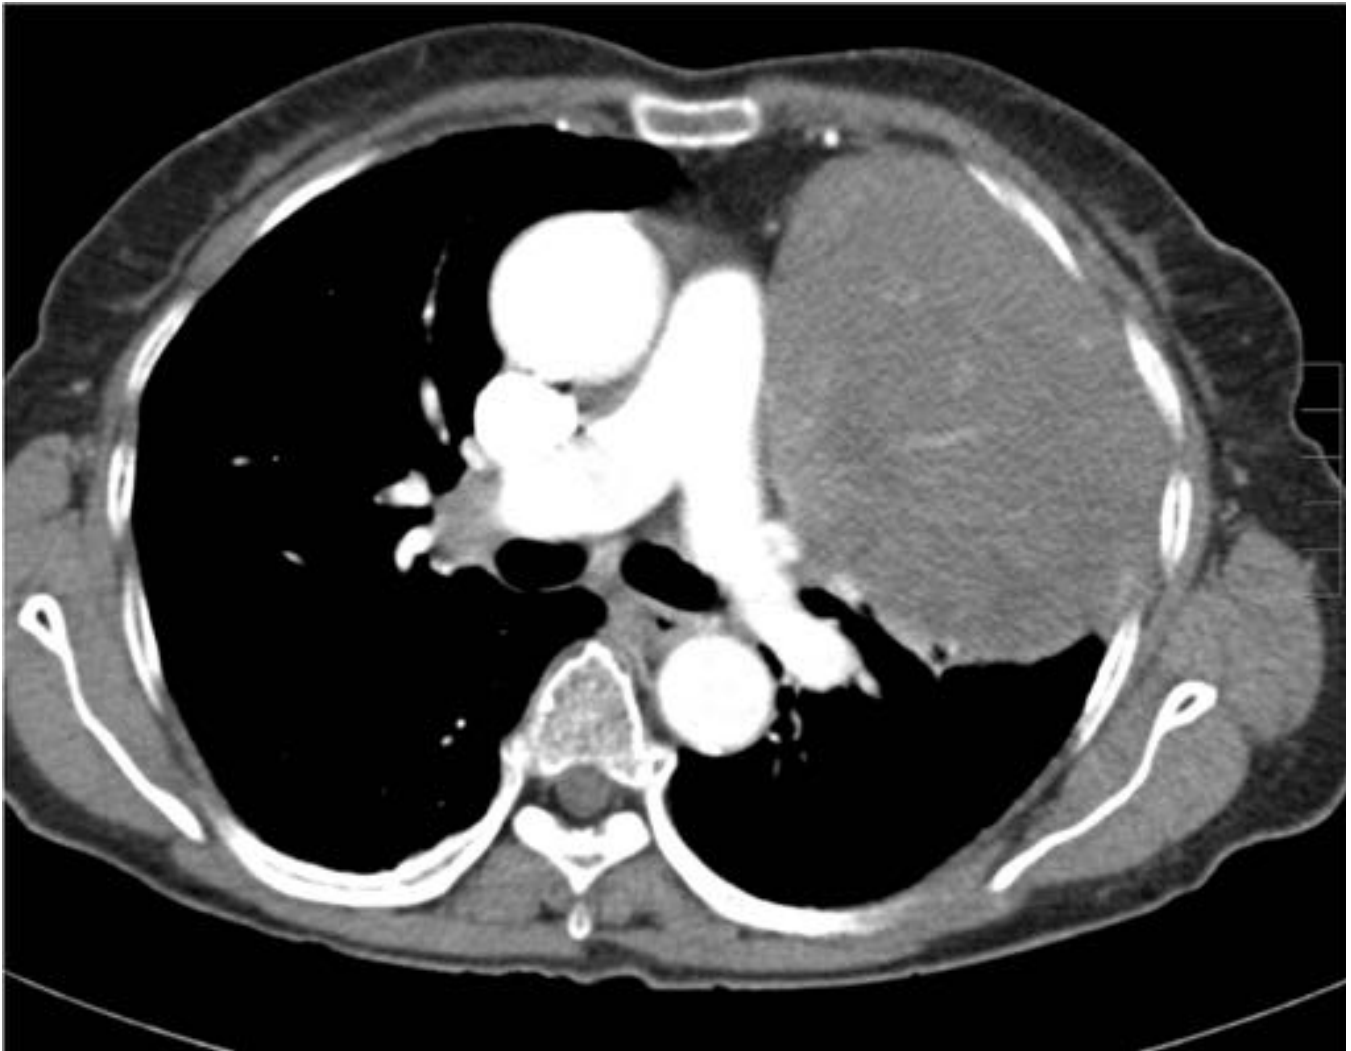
Corte axial de TAC torácico con CIV. Masa con realce interno que ocupa el tercio superior del hemitórax izquierdo y que contacta ampliamente con la pleura parietal y mediastínica. Muestra características de lesión extrapulmonar. Se realizó biopsia guiada por TAC, con diagnóstico de tumor fibroso pleural.
